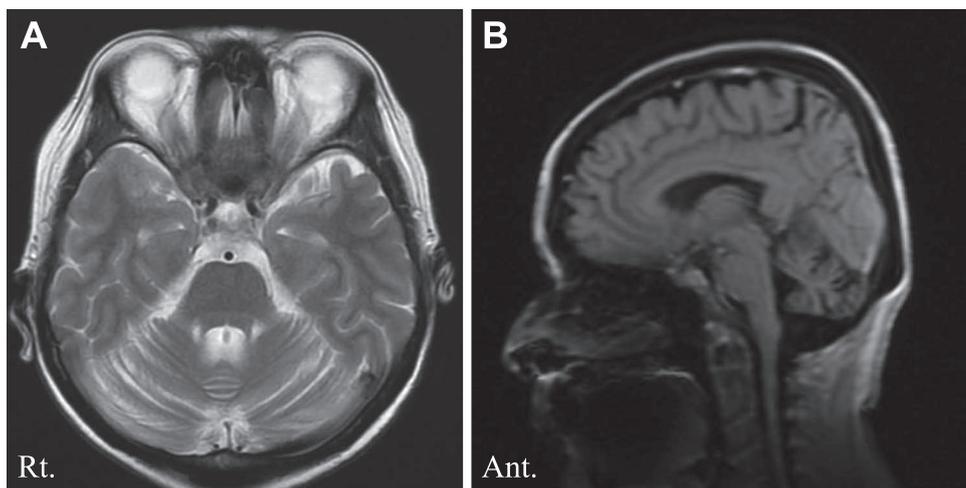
Brain magnetic resonance imaging. Axial T₂-weighted images (1.5 T; TR 4,500 ms, TE 92.64 ms) showed atrophy of the cerebellar hemispheres (A). Sagittal T₁-weighted image (1.5 T; TR 440 ms, TE 11 ms) demonstrated no brain stem atrophy (B).
